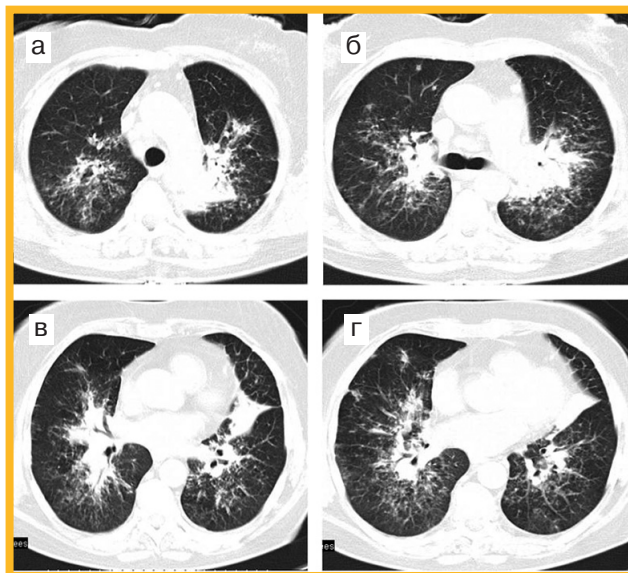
КТ больной К. На аксиальных срезах в прикорневых отделах обоих легких – массивные инфильтративные изменения; полисегментарно в обоих легких определяются очаговые уплотнения различной интенсивности размерами 3–8 мм, имеющие тенденцию к слиянию с отмеченными зонами инфильтрации
